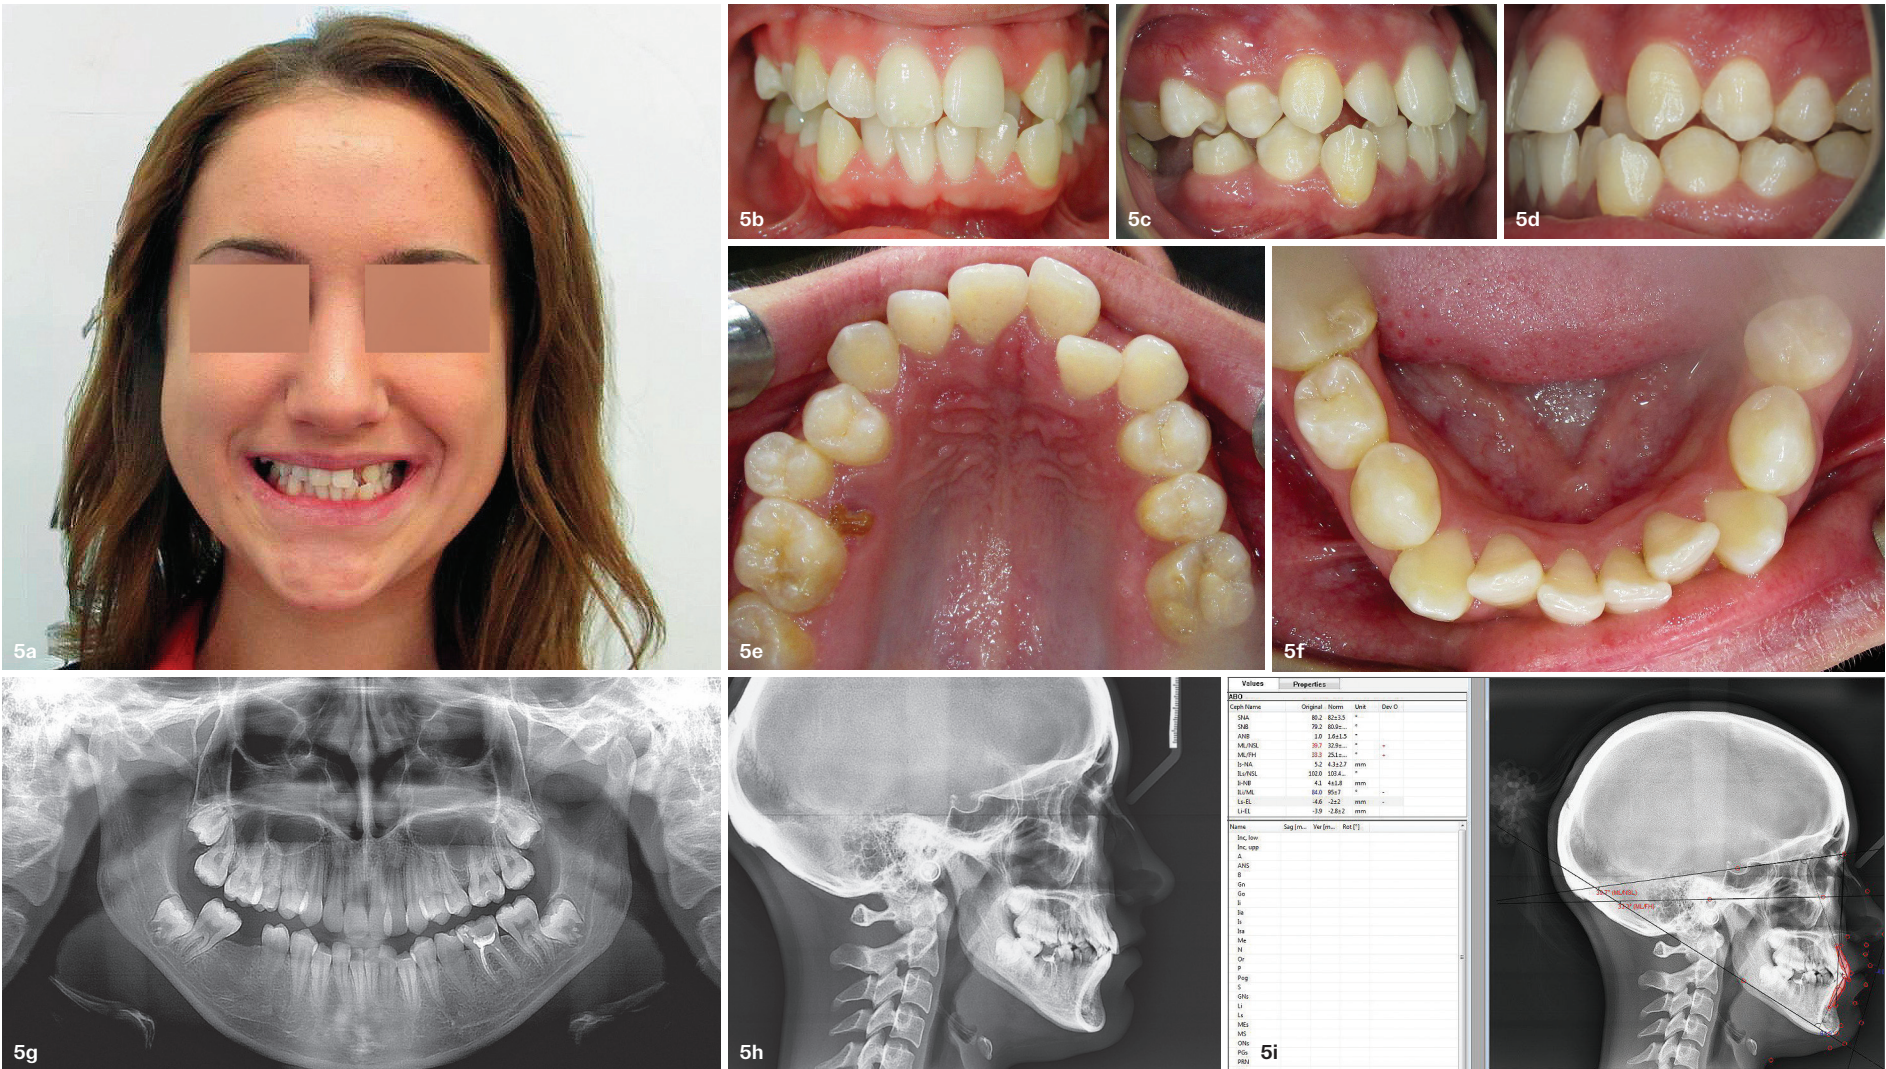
Fotografische und radiologische Aufnahmen vor der Behandlung: Porträtfotos der Patientin mit Lächeln (a), Frontalansicht (b), intraorale Laterallansicht rechts (c), intraorale Laterallansicht links (d), Oberkiefer (e), Unterkiefer (f), Orthopantomogramm (g), Fernröntgenaufnahme (h), Auswertung der Fernröntgenaufnahme (i).
